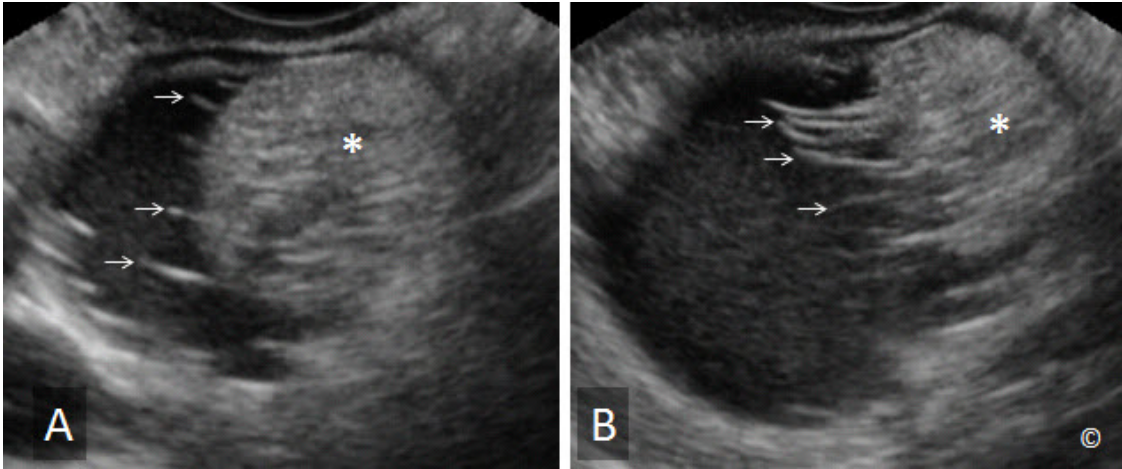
A y B: Ultrasonido transvaginal de un quiste dermoide A y B. Obsérvese la "masa" blanca ecogénica (nódulo de Rokitansky) en A y B (asterisco). Obsérvese las bandas lineales y ecogénicas, largas y cortas, que corresponden al contenido de cabello (flechas).
